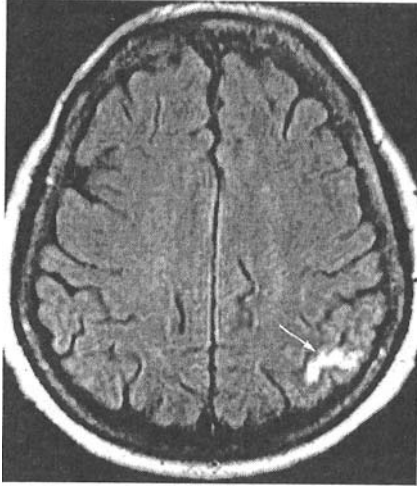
Хвора Н., 78 років, діагноз: малий кортикальний інфаркт лівої тім'яної частки. МРТ головного мозку через 23 год від початку захворювання. T₂ПРМ-зважене зображення, аксіальна площина, зріз на рівні глибоких відділів півкуль головного мозку.
